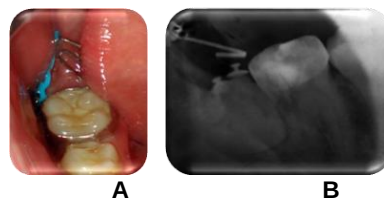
Primer registro diente 47 (Abril-2009). A. Fotografía intraoral, B. Radiografía periapical.
